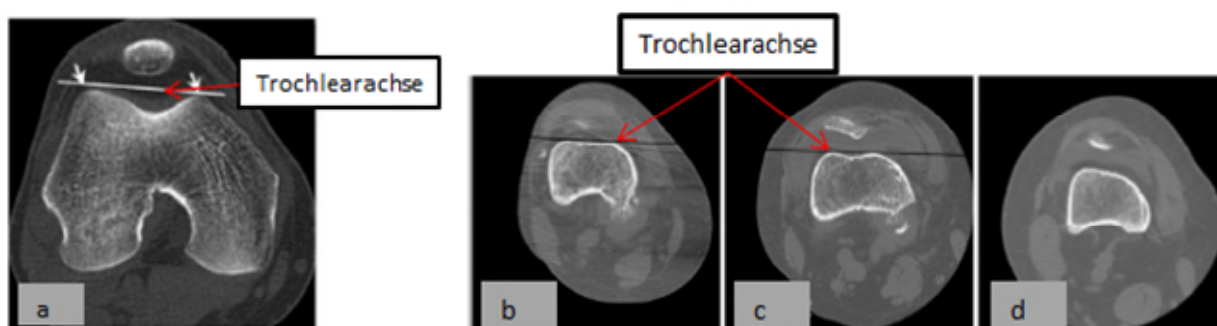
a, b, c, d: Axiale CT-Schnitte durch das rechte distale Femur.
